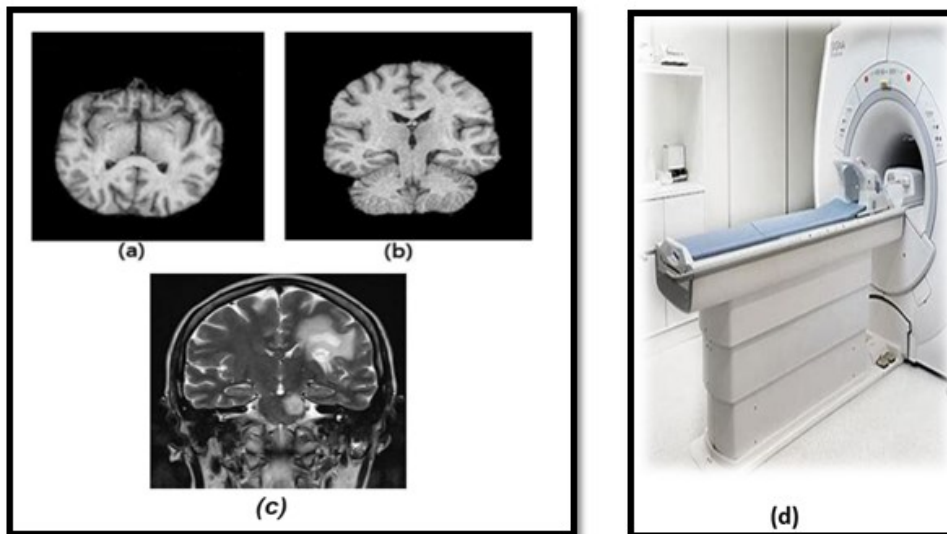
Exemples d'une coupe d'IRM.
